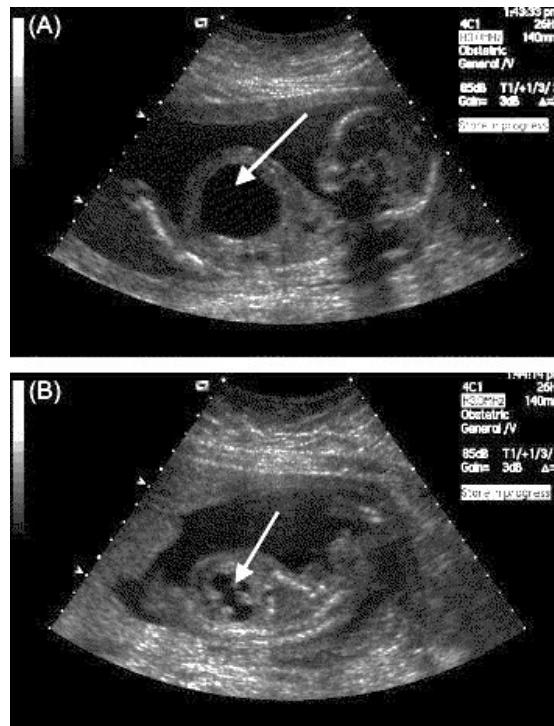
A: fetale Sonografie: Megazystis eines 15 Wochen alten Fetus im Ultraschall (↖)¹⁸
